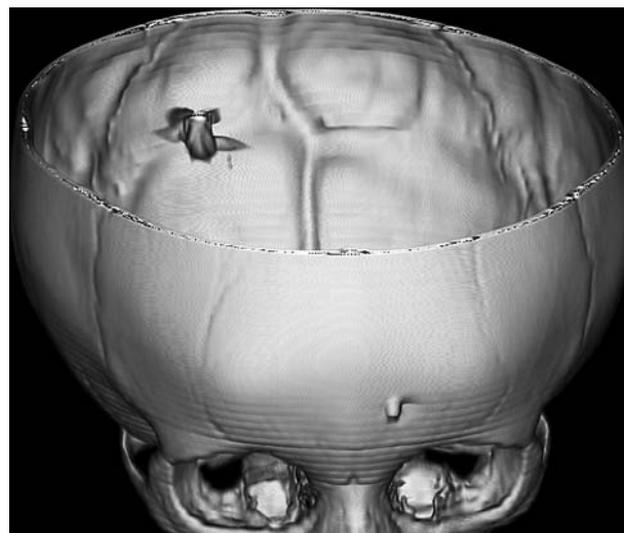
МСКТ в режиме 3D костной реконструкции. Определяется разделение пули на фрагменты от соприкосновения с препятствием в области лобной кости
